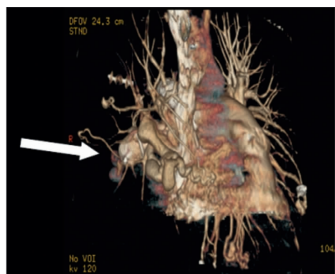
封堵器 (箭头所指) 右下肺动脉内释放术后增强 CT VR 重建像
